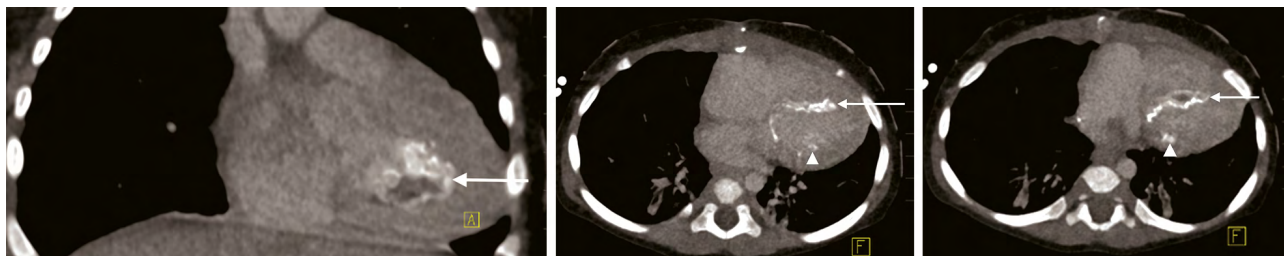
Lactante de 10 meses de edad con enfermedad cardíaca polivalvular que requirió trasplante cardíaco a los 6 meses de edad, admitido por empeoramiento de función ventricular izquierda complicado por paro cardíaco que necesito ECMO. Ecocardiografía (no se muestra) demostró material hiperecogénico en la región de la arteria descendente anterior sin sombra acustica, que fue atribuido a probable trombosis versus artefacto y ecogenicidad de los músculos papilares. Enfermedad coronaria fue descartada en cateterismo cardíaco y una tomografía fue obtenida después de la decanulación para evaluar posible enfermedad pulmonar. Imágenes coronales (a) y axiales (b y c) de Tomografía computarizada (TC) con contraste demuestran calcificaciones miocárdicas transmurales amorfas del septo interventricular (flecha horizontal) con extensión a los músculos papilares (punta de flecha), la pared inferior y libre del ventrículo izquierdo.
